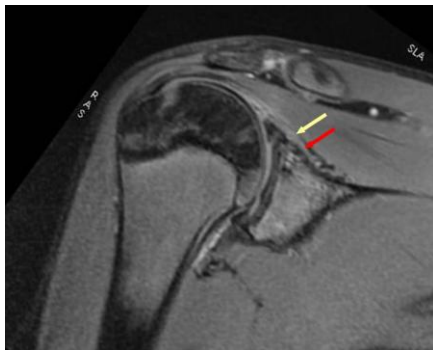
Estudio RMN de seguimiento a las 6 semanas de la cirugía. (Flecha roja.- arpón intraóseo. Flecha amarilla:- Slap suturado).
